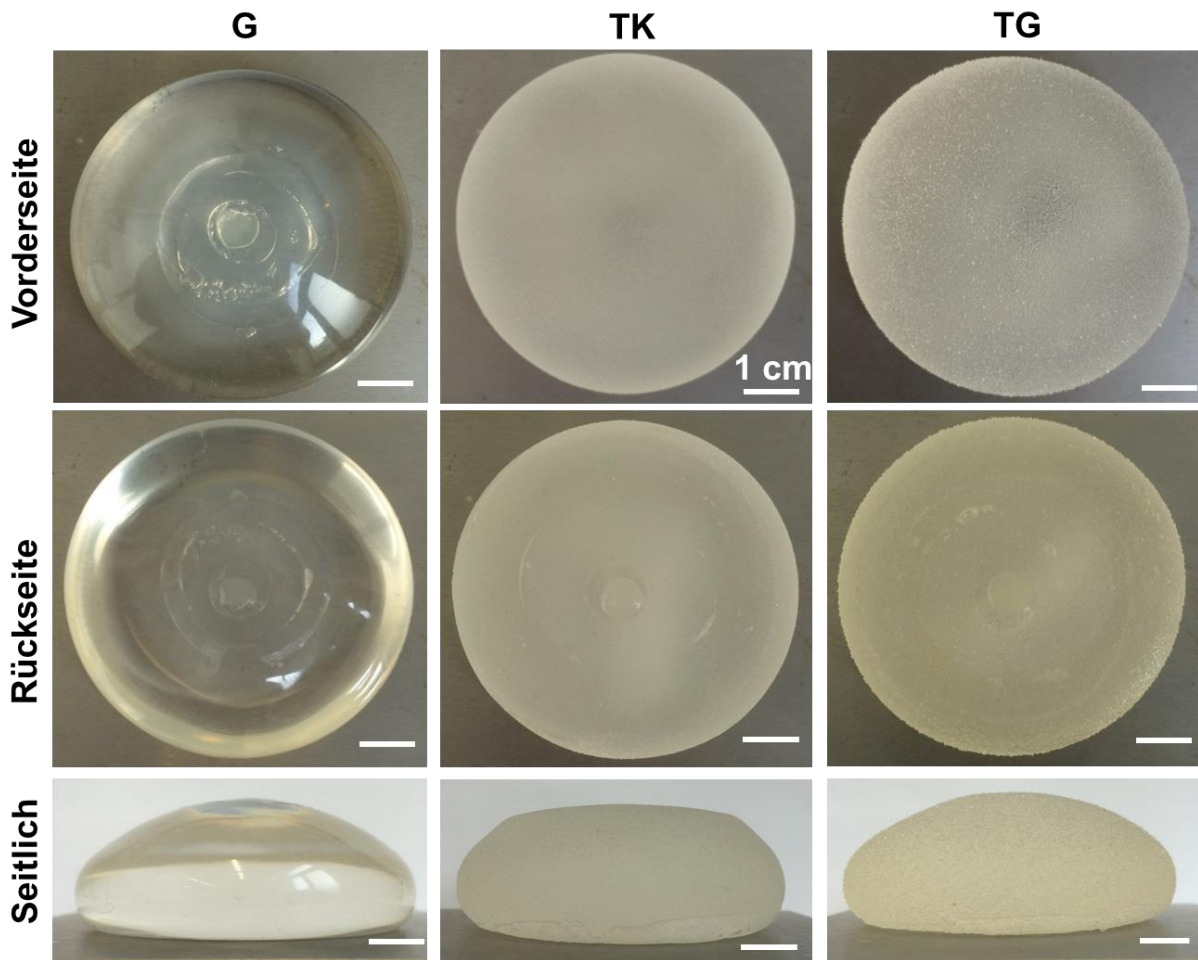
Makroskopische Ansicht der Vorder- und Rückseite sowie eine Seitenansicht der 3 unterschiedlichen Implantatarten vor Implantation: G: glatt; TK: texturiert kleinporig; TG: texturiert großporig. Maßstab 1 cm.
